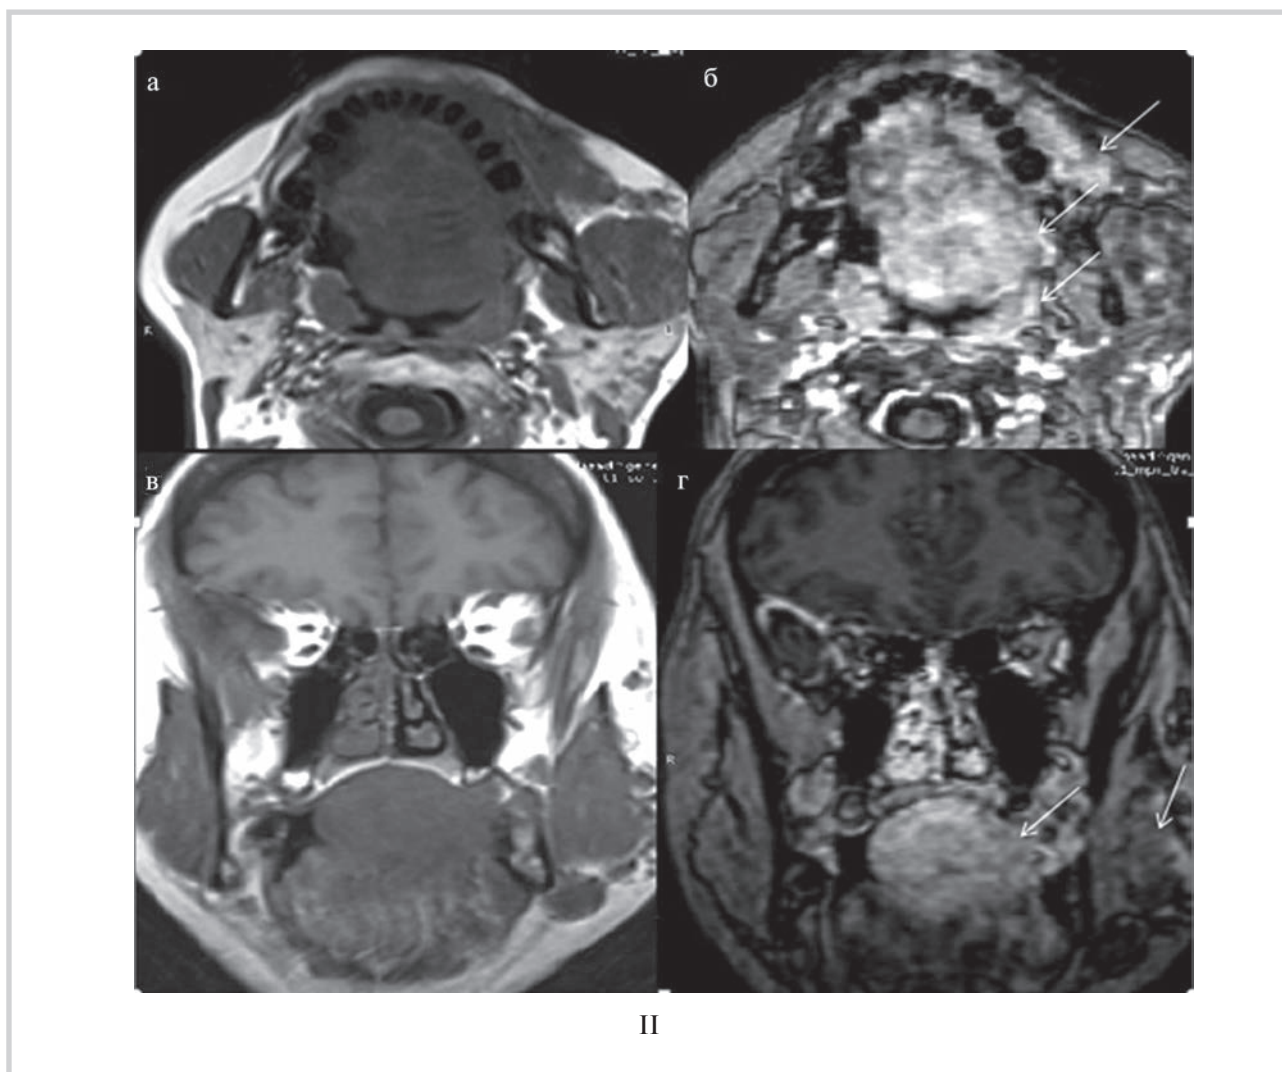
Результаты МРТ (Окончание).
